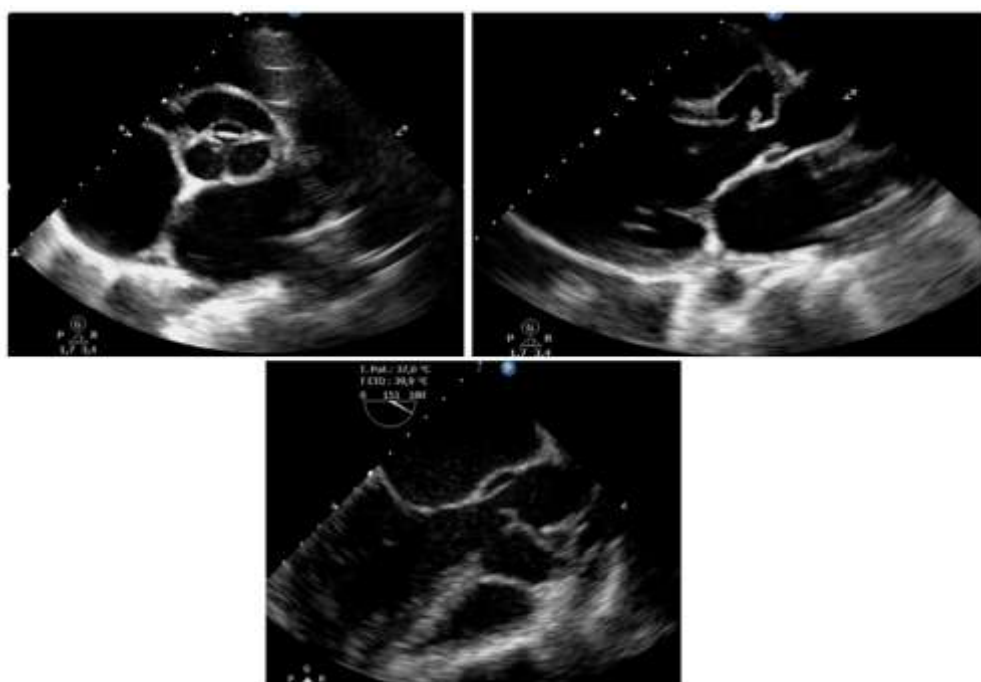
Image d'échocardiographie transthoracique et transoesophagienne objectivant un pseudo-anévrysme du sinus antéro-droit fistulisé dans le ventricule gauche
